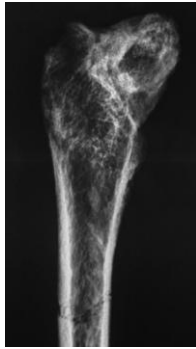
Radiografia da região proximal do fêmur direito (norma anterior).
